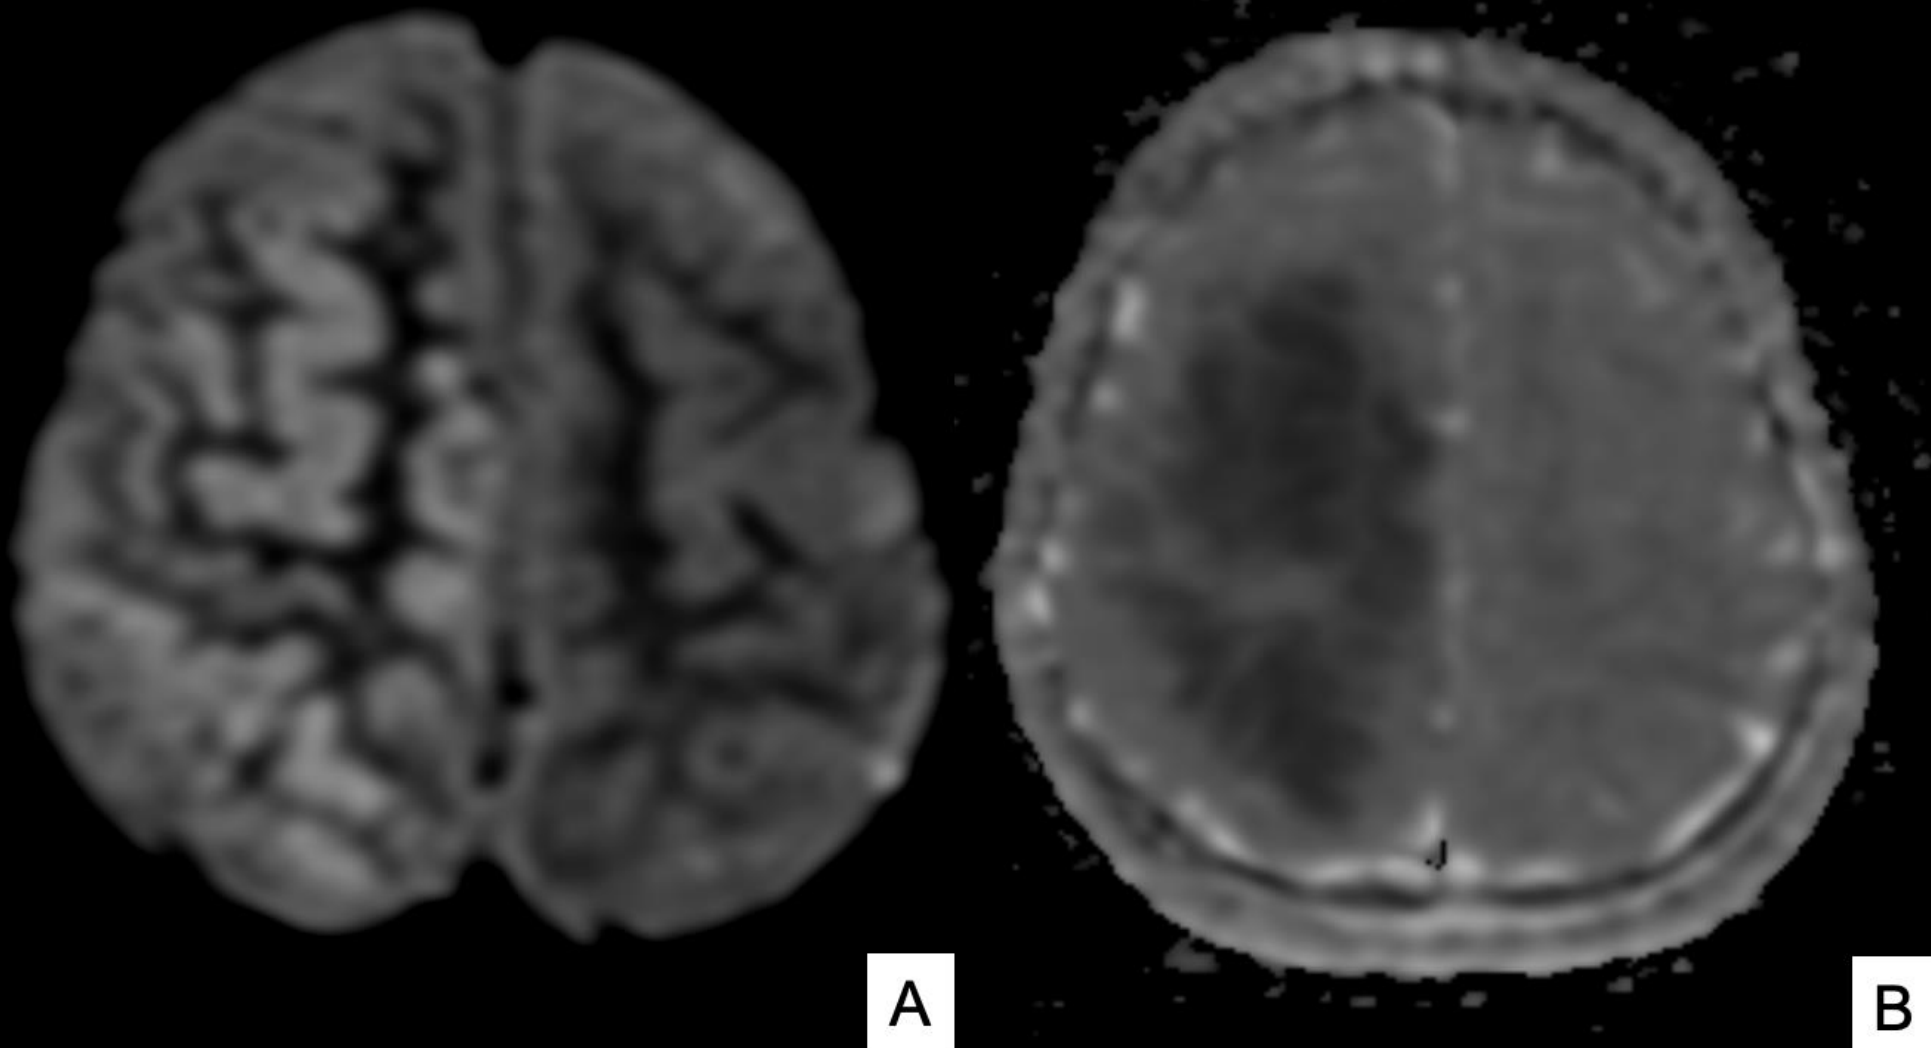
RM DE CRANEO. DWI / ADC. Mismo paciente que Figura 1. Marcada restricción de la difusión (A) de la corteza cerebral afecta del hemisferio derecho que se confirma en mapa de ADC (B). En controles posteriores se observó normalización de las hiperintensidades previamente descritas.
